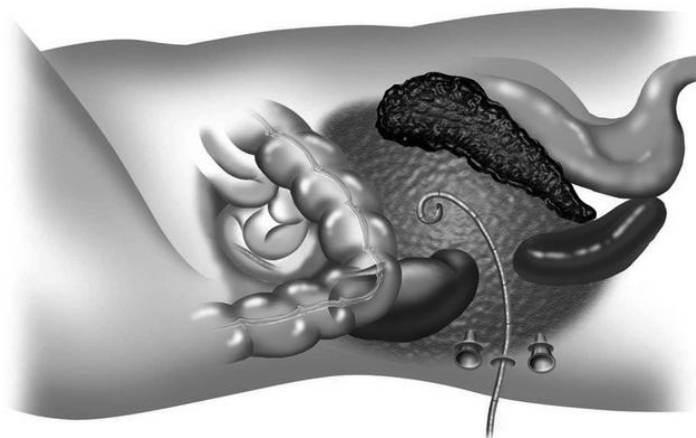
Posición del paciente en decúbito lateral. Una vez se ha localizado el área de necrosis por tomografía computarizada se deja un drenaje. En la intervención quirúrgica se coloca un trócar guiado por el drenaje percutáneo y otros 2 trócares para realizar la necrosectomía y el lavado.
